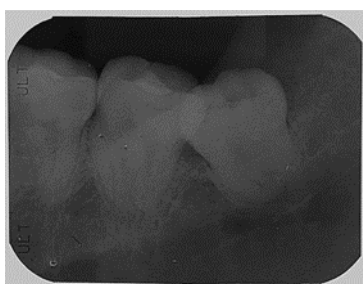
Fotografía de radiografía periapical de diagnóstico
